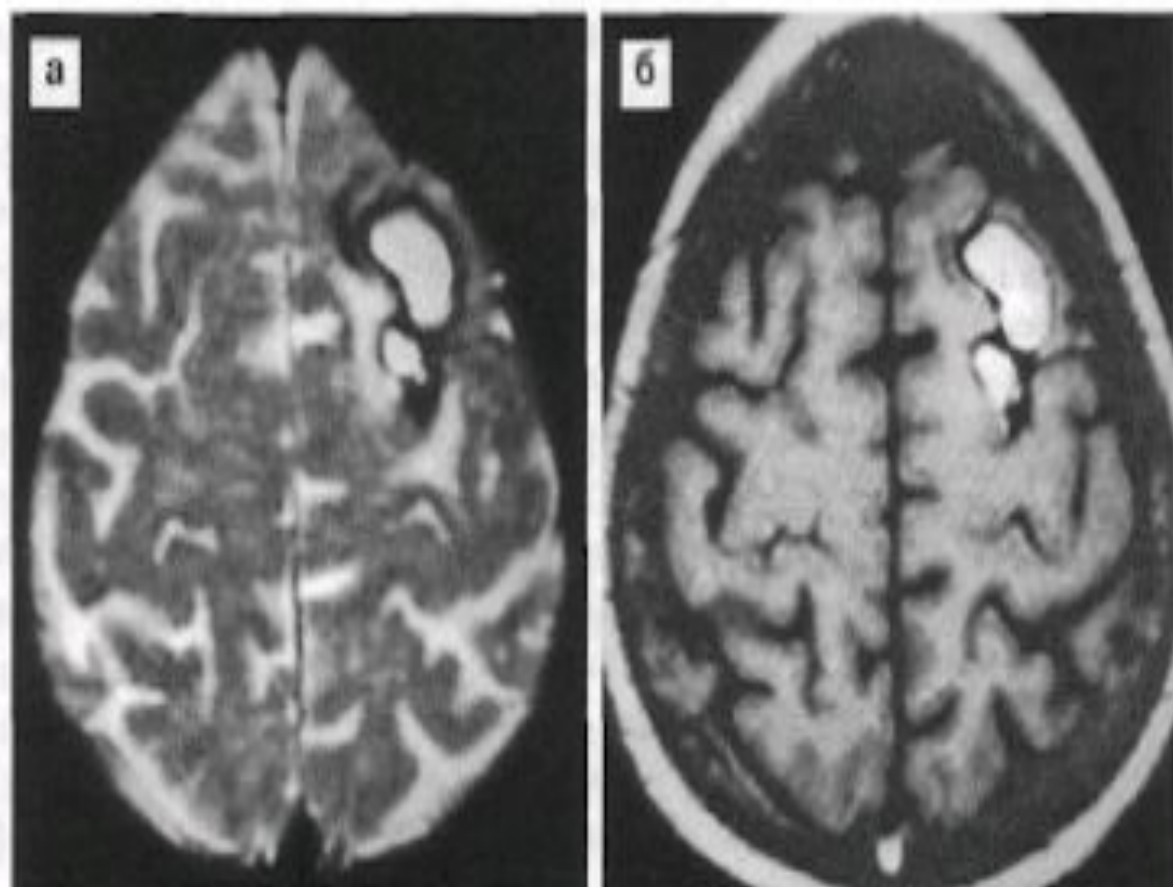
Церебральная амилоидная ангиопатия у пациента 65 лет. На аксиальных МРТ в режимах T2 (а) и T1 (б) выявляется хроническая конвекситальная двухкамерная гематома левой лобной доли без данных за АВМ или другую первичную сосудистую аномалию.
